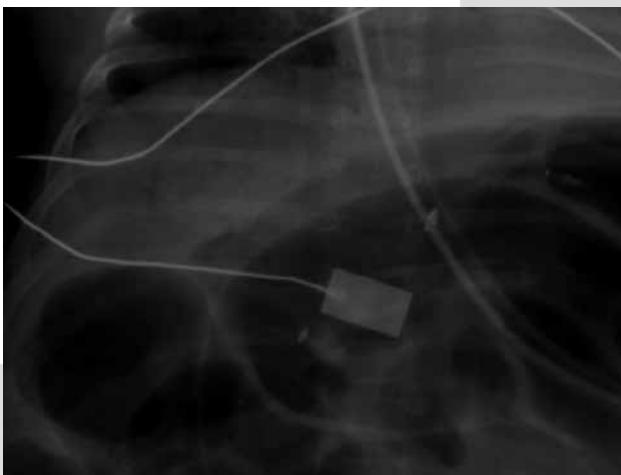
Acercamiento al hígado en una radiografía anteroposterior de abdomen.
